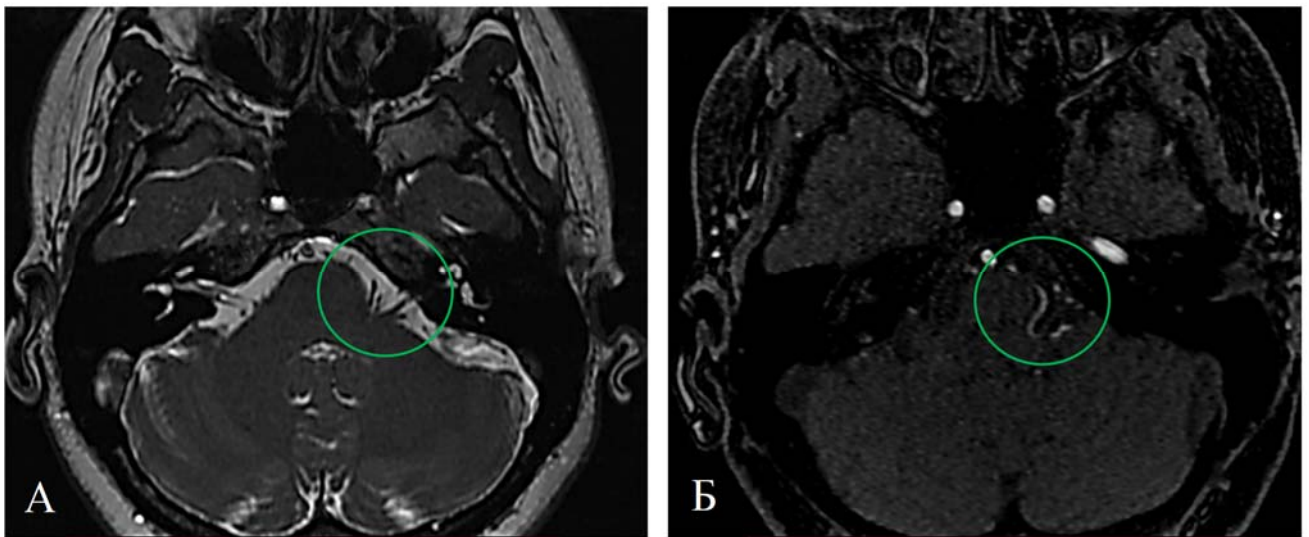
А – МРТ головного мозга в последовательности FIESTA, аксиальная проекция: в области левого мосто-мозжечкового угла определяются признаки нейро-васкулярного контакта между лицевым нервом, передней нижней мозжечковой и задней нижней мозжечковой артериями (выделено зеленым кругом); Б – МРА головного мозга в последовательности 3D TOF, аксиальная проекция: слева визуализируется артериальная петля, границы лицевого нерва не определяются (отмечено зеленым кругом)
